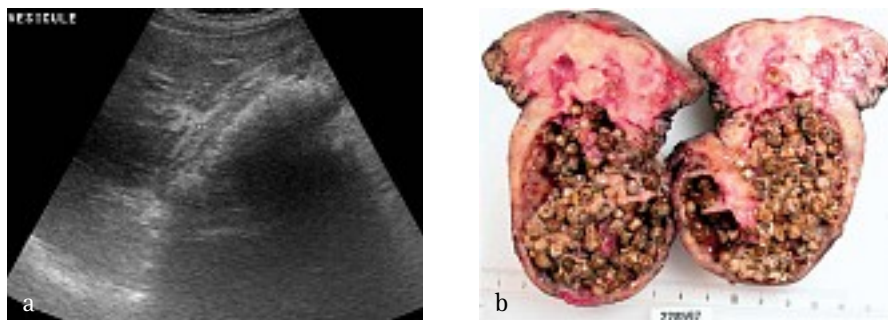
Cancer vésiculaire : aspect échographique et corrélation macroscopique. a) La coupe échographique longitudinale montre un épaissement diffus, avec un aspect strié et irrégulier de la paroi vésiculaire, de multiples calculs responsables d'un large cône d'ombre. b) Vue macroscopique de la pièce de cholécystectomie
